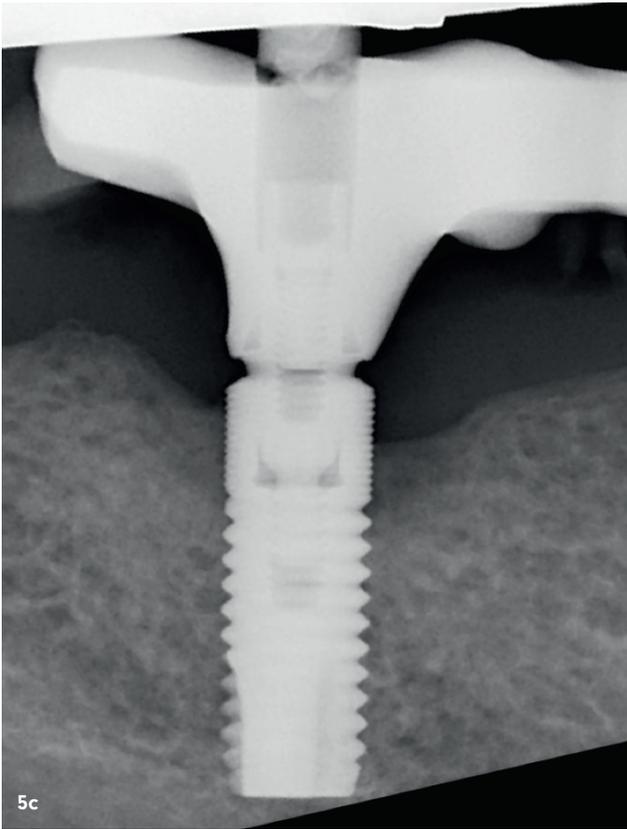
+b: Zustand zwei und fünf Monate nach Erstbehandlung. Während die klinische Untersuchung nach zwei Monaten noch geringfügige Entzündungszeichen zeigte (a), wurde nach einer erneuten Applikation von hyaDENT BG® bei der nächsten Kontrolle periimplantäre Gesundheit festgestellt (b). – Abb. 5a–c: Zehn Monate nach Erstbehandlung kehrte der Patient zur unterstützenden Implantattherapie und zur radiologischen Kontrolle zurück. Die klinische Untersuchung ergab periimplantäre Gesundheit (a+b) und die periapikale Röntgenaufnahme zeigte eine Verbesserung des periimplantären marginalen Knochenniveaus im Vergleich zur Ausgangssituation (c).
